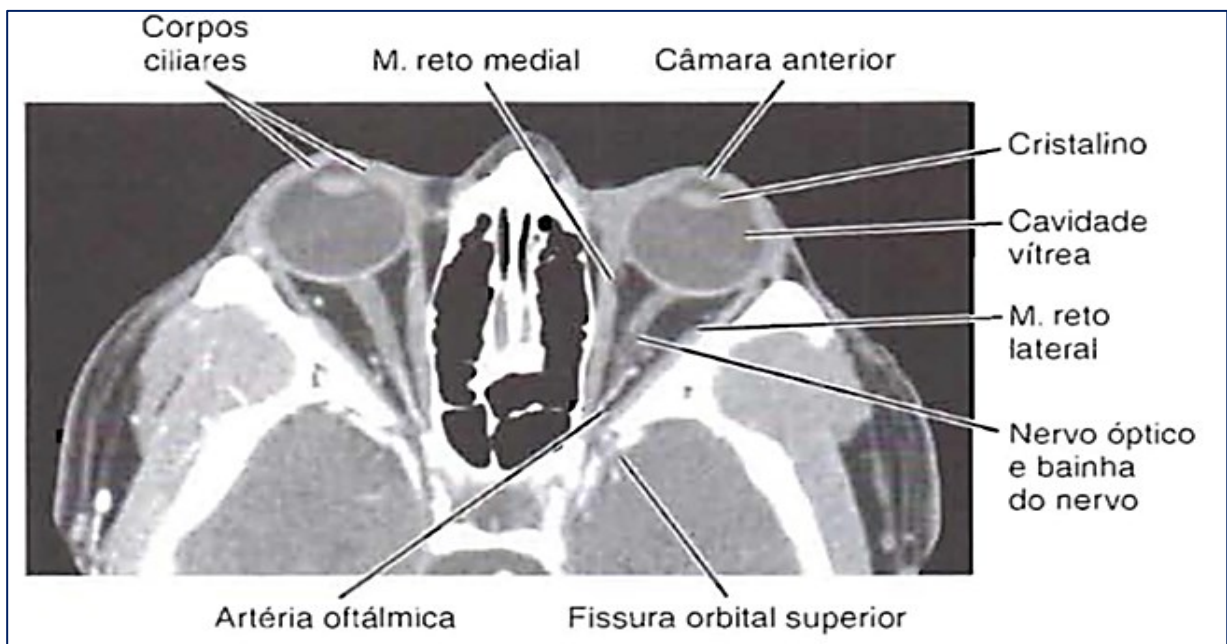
Tomografia de órbita em corte axial. Fonte: Haaga Jr³⁶.
